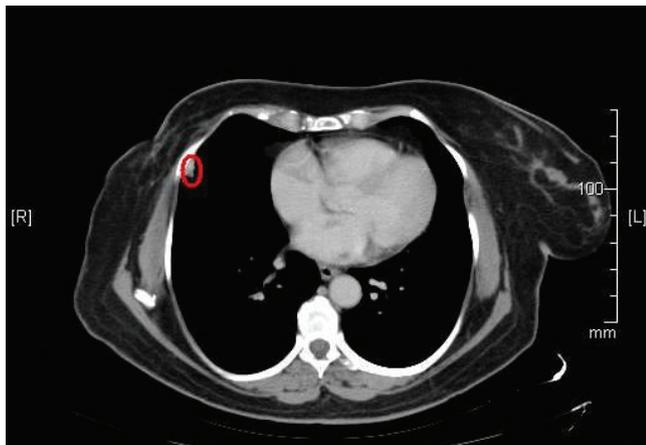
Nódulo em contato com a pleura mensurado em aproximadamente 16 mm em seu maior eixo, na parede anterolateral da base do hemitórax direito visualizado em exame de tomografia computadorizada realizada para o primeiro ciclo, em setembro de 2010
